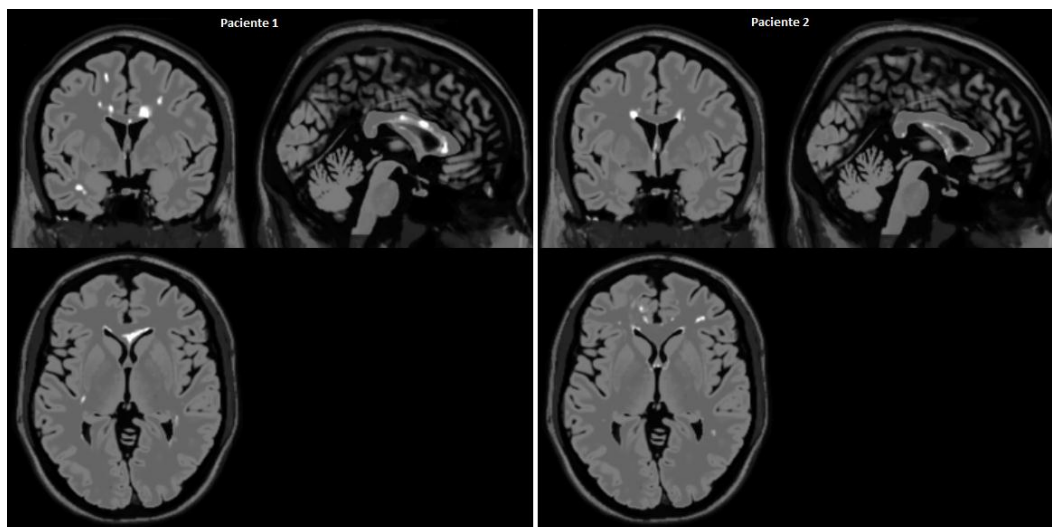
Cortes de dois Exames FLAIR com Lesões EM Gerados com o *BrainWeb*
